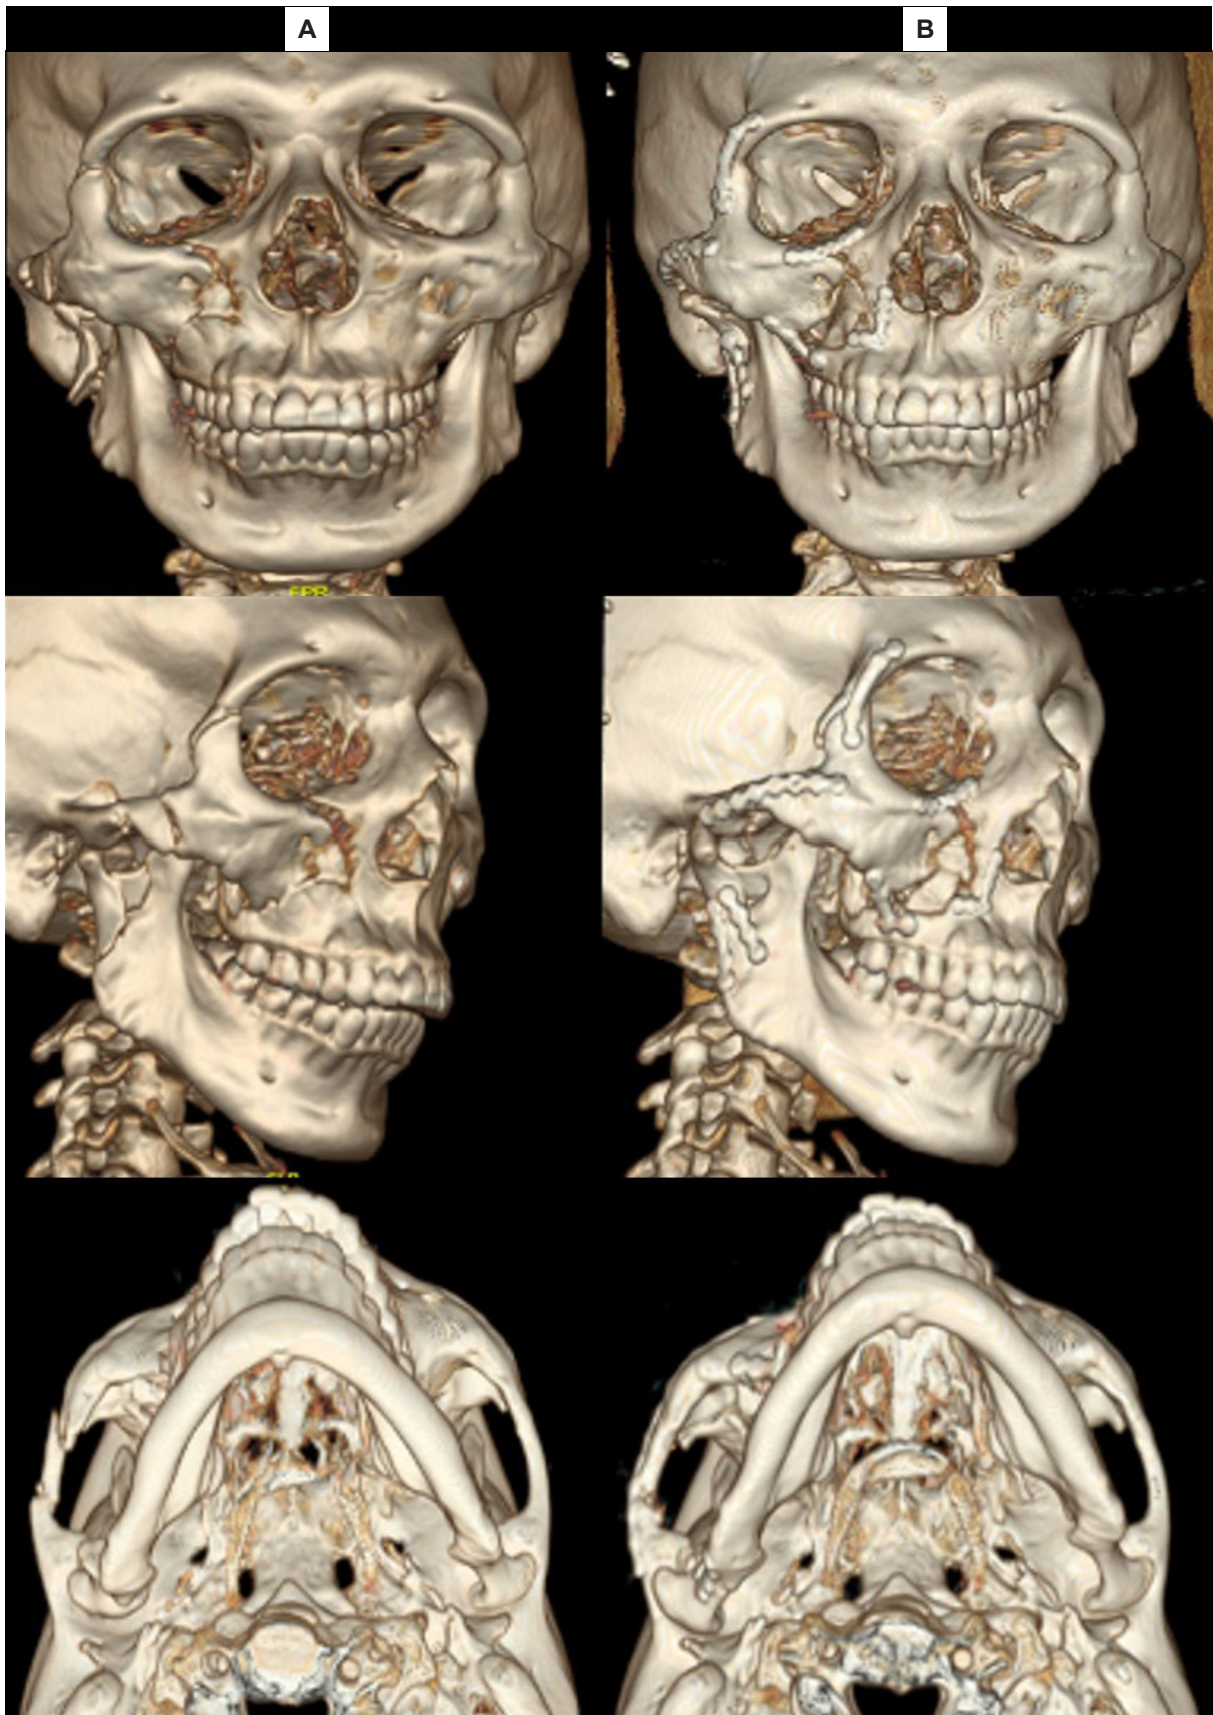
Reconstrucción volumétrica de tomografía axial computarizada. Columna A: Reconstrucción tridimensional preoperatoria del paciente. Columna B: Reconstrucción obtenida en el control postoperatorio.
